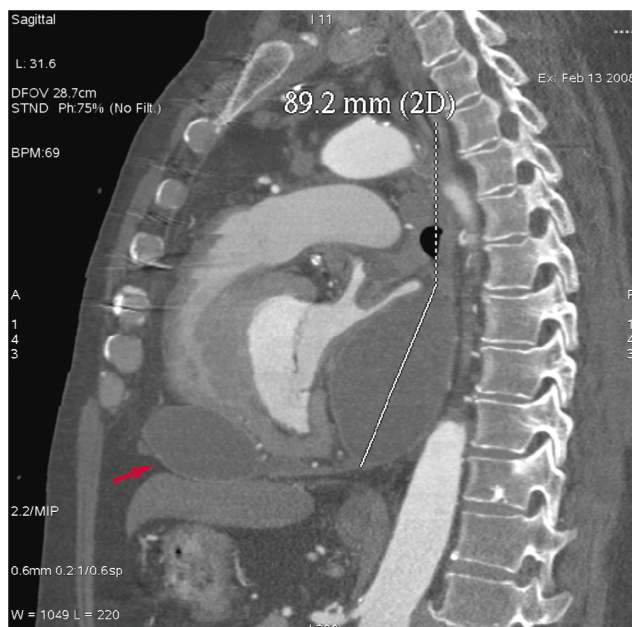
Badanie TK pomostów wieńcowych. Rekonstrukcja w płaszczyźnie osi długiej lewej komory. Widoczne modelowanie lewego przedsionka na otorbionej przestrzeni płynowej. W koniuszku serca w obrębie lewej komory widoczny niewielki, pozawałowy tętniak wypełniony skrzepliną (strzałka).
